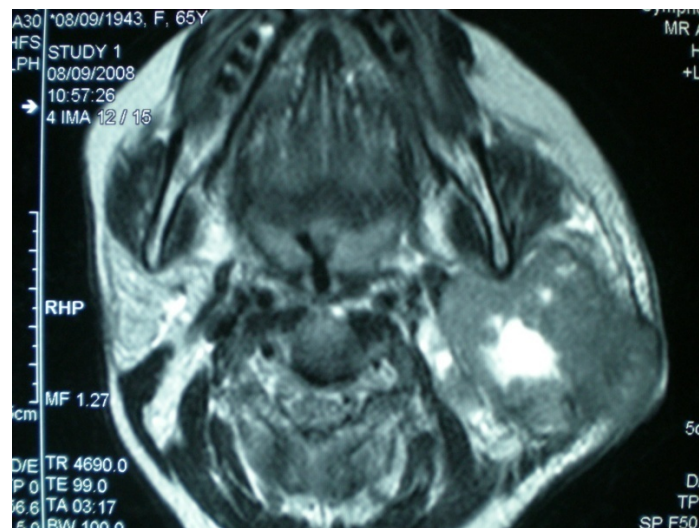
IRM de la région parotidienne (coupe axiale) :
